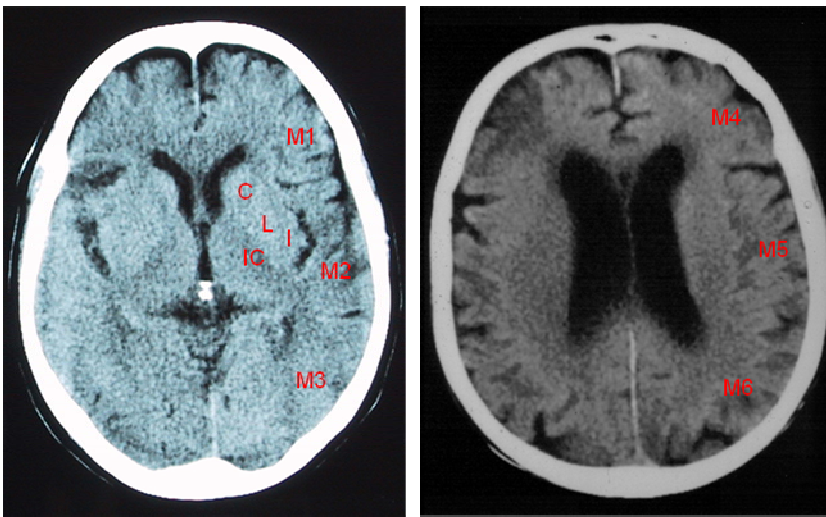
Diferentes regiones que se definen en el método ASPECTS. C: núcleo caudado; L: núcleo lentiforme; IC: cápsula interna; I: cinta insular; M1: córtex de la ACM anterior; M2: córtex de la ACM lateral a la cinta insular; M3: córtex posterior a la ACM; M4; M5 y M6: territorios de la ACM anterior, lateral y posterior inmediatamente superior al territorio M1, M2 y M3, rostral a los ganglios basales.
